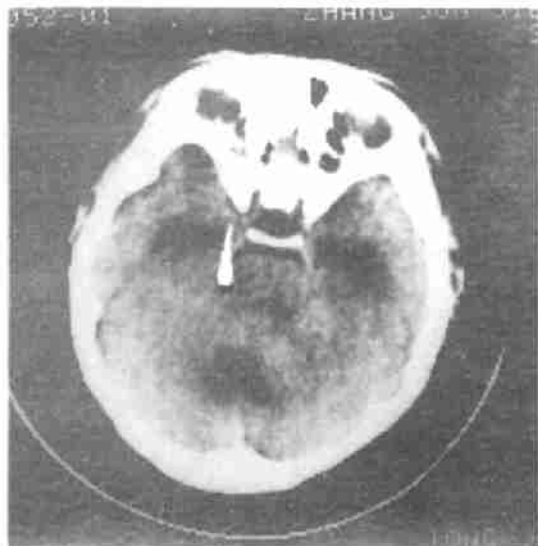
CT 平扫示小脑蚓部有一混杂密度肿块,边界欠清晰,内见小囊性低密度性低密度区。
